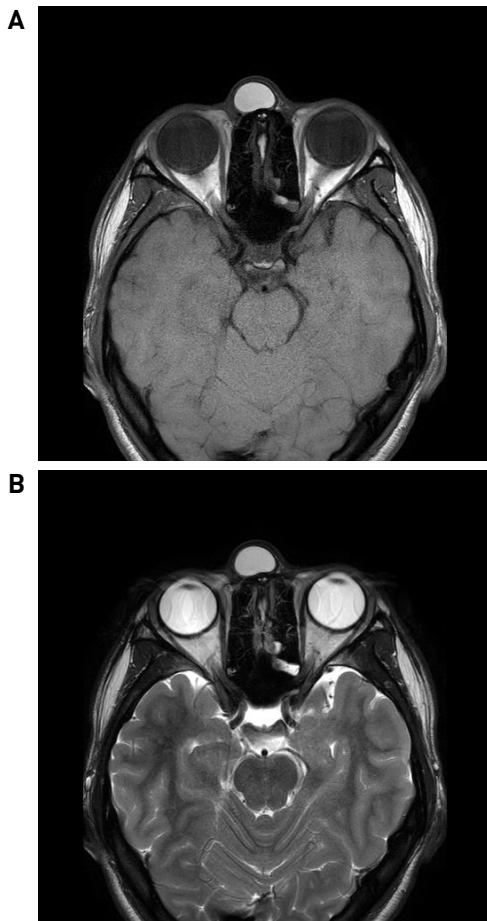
Preoperative MRI findings: The round mass without intracranial extension shows a high signal intensity on T1WI and T2WI images.
